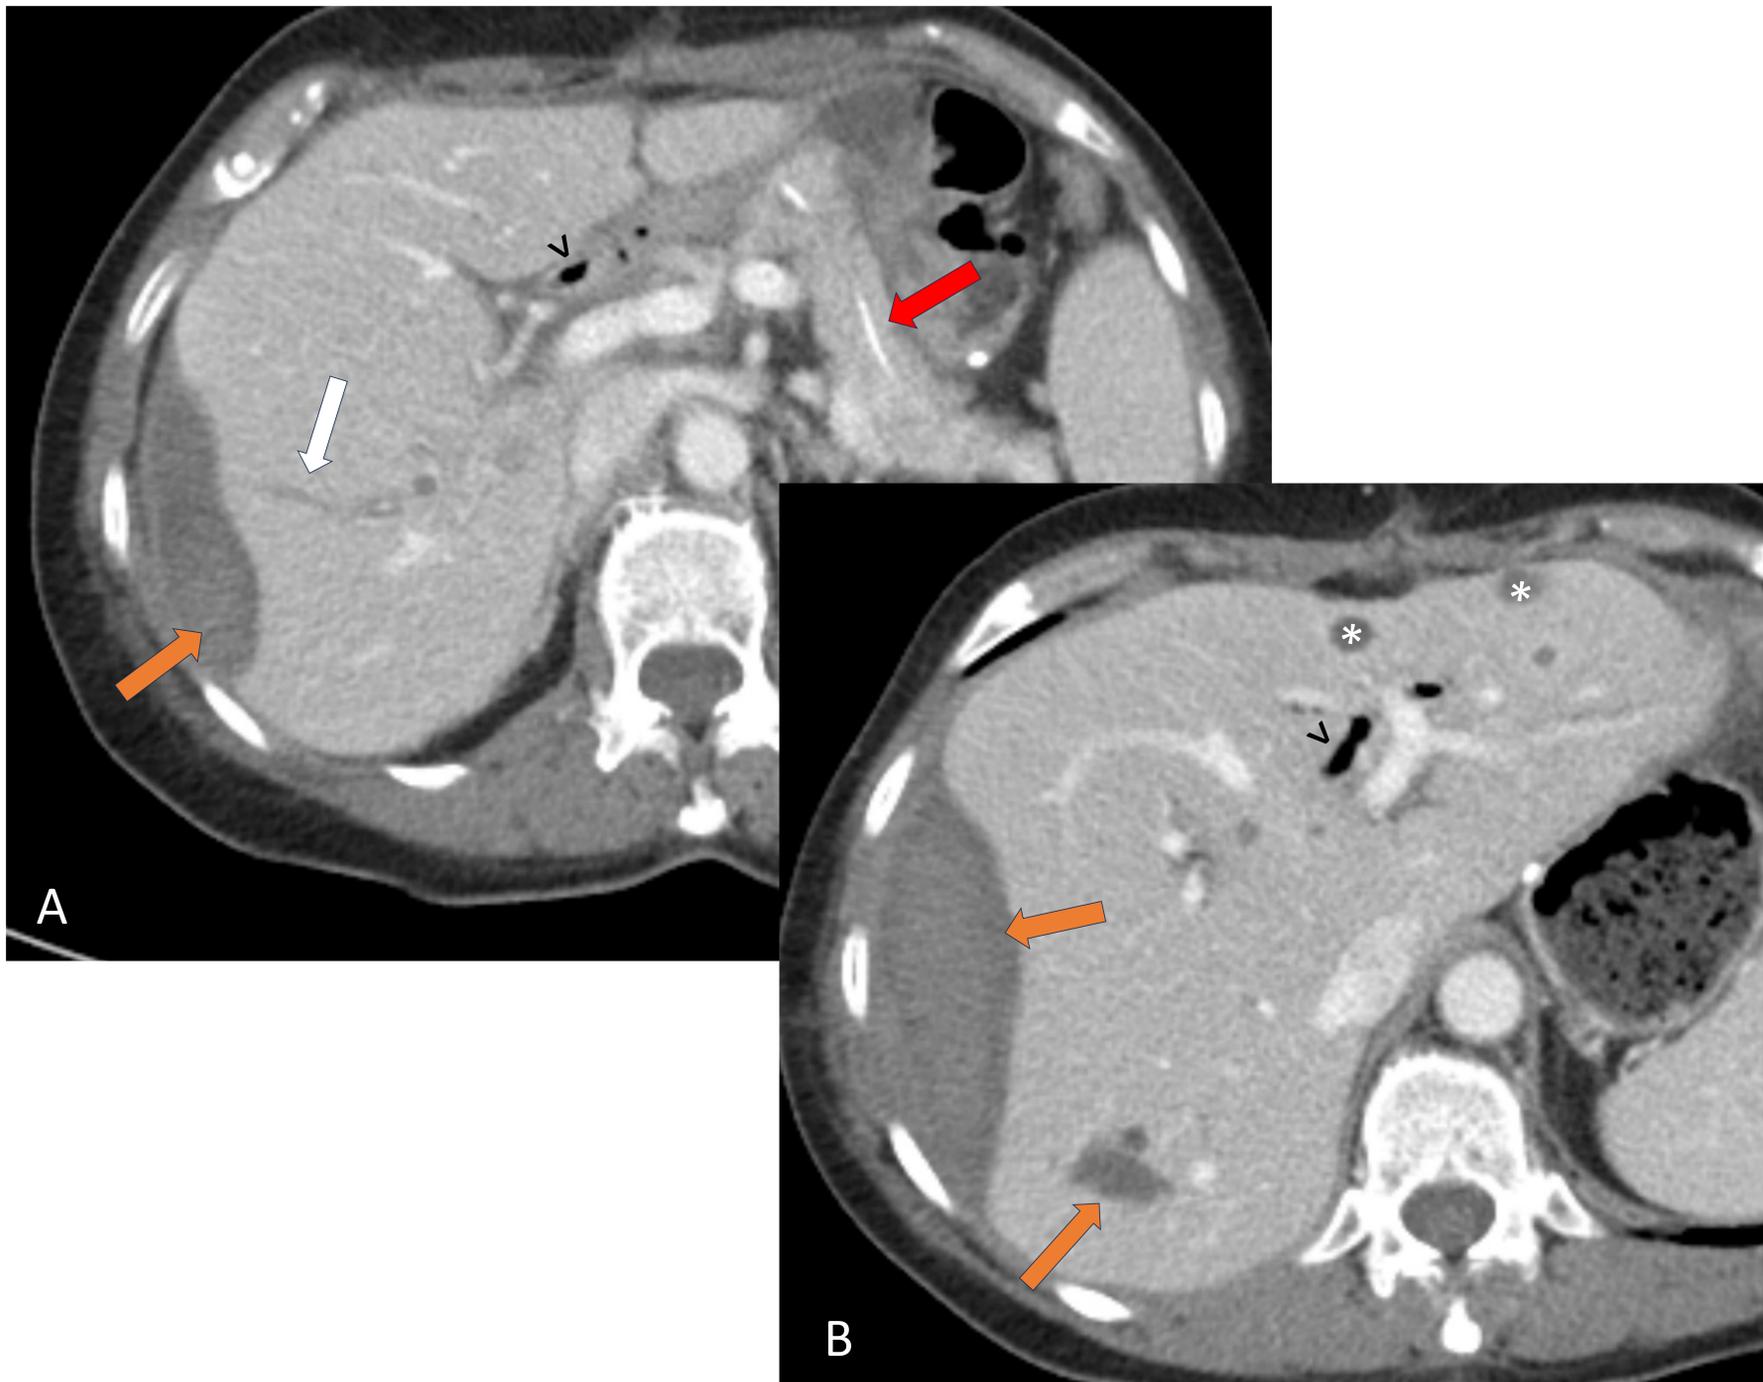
Paciente de 64 años con antecedente personal de CPRE con canalización de conducto pancreático, en el cual se realiza una CTH para desobstrucción de la vía biliar y colocación de endoprótesis. Ante empeoramiento clínico se solicita un TC. TC con contraste en fase portal donde se observa la prótesis del conducto pancreático (flecha roja) y una colección subcapsular principalmente hipodensa con material heterogéneo en su interior, que está en contacto con radical biliar del LHD (flecha blanca), Hallazgos en relación con bilioma (flecha naranja) con contenido hemático en su interior. Asocia otra colección en segmento VII (B) de similares características de bordes irregulares . Quistes hepáticos (*) Aerobilia (^) en colédoco y radicales del LHI relación con manipulación reciente.
